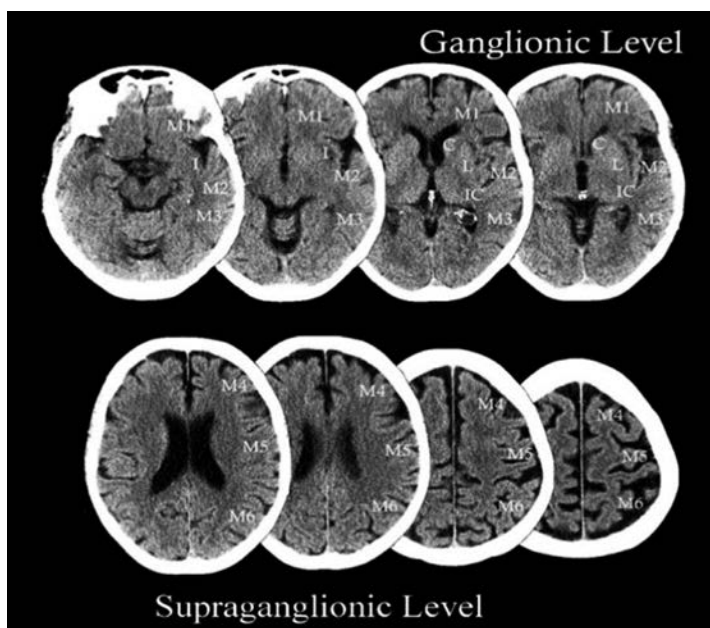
The ASPECTS rating scale – presence of two standard regions within the MCA: basal ganglia level (thalamus, basal ganglia, nucleus caudatus) and supraganglionic level (centrum semiovale and corona radiata).
